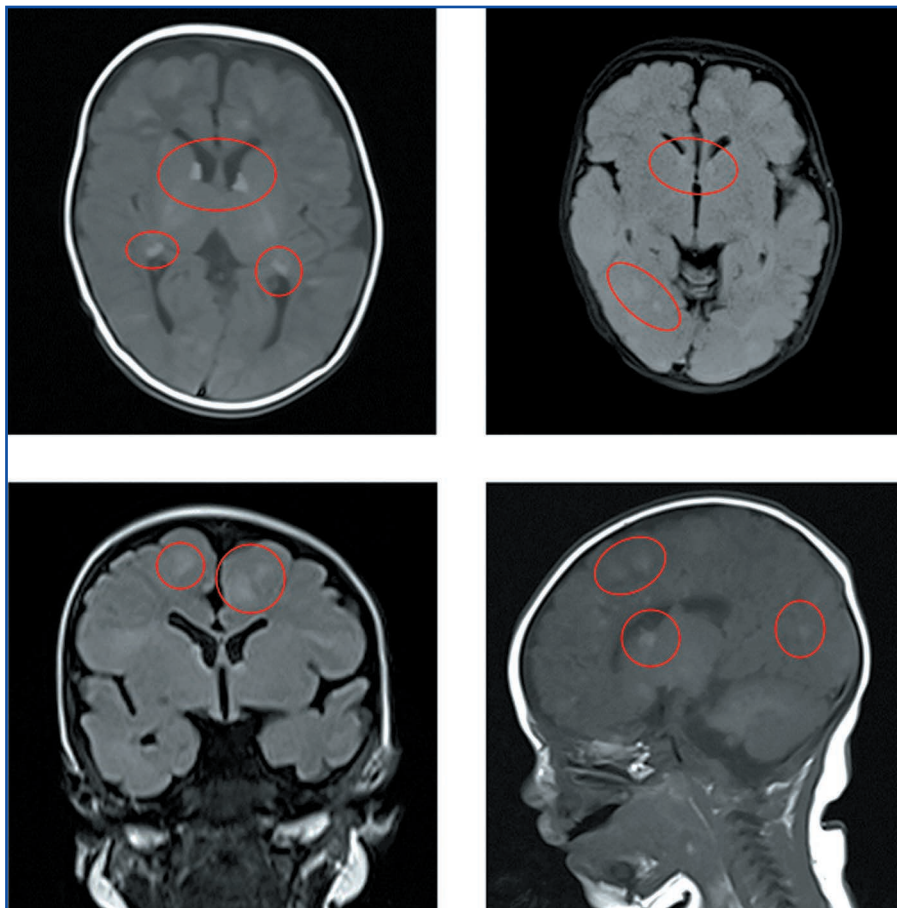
Численні зони посиленого сигналу кори і в білій речовині півкуль на МРТ головного мозку
